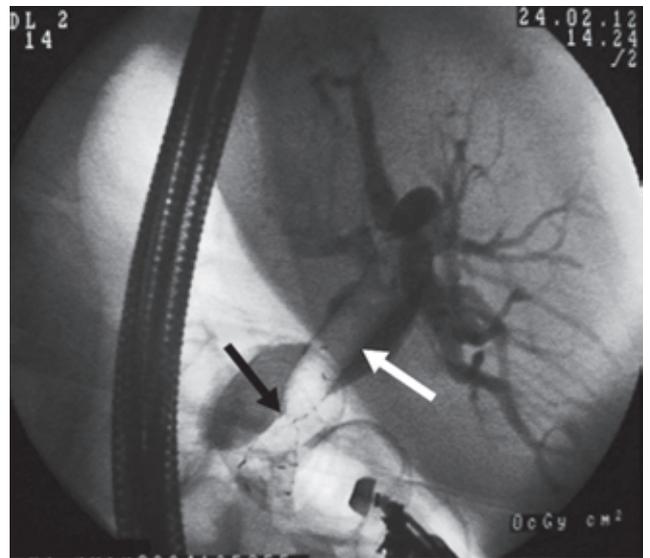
Рентгенограмма. Саморасширяющийся металлический билиарный стент
